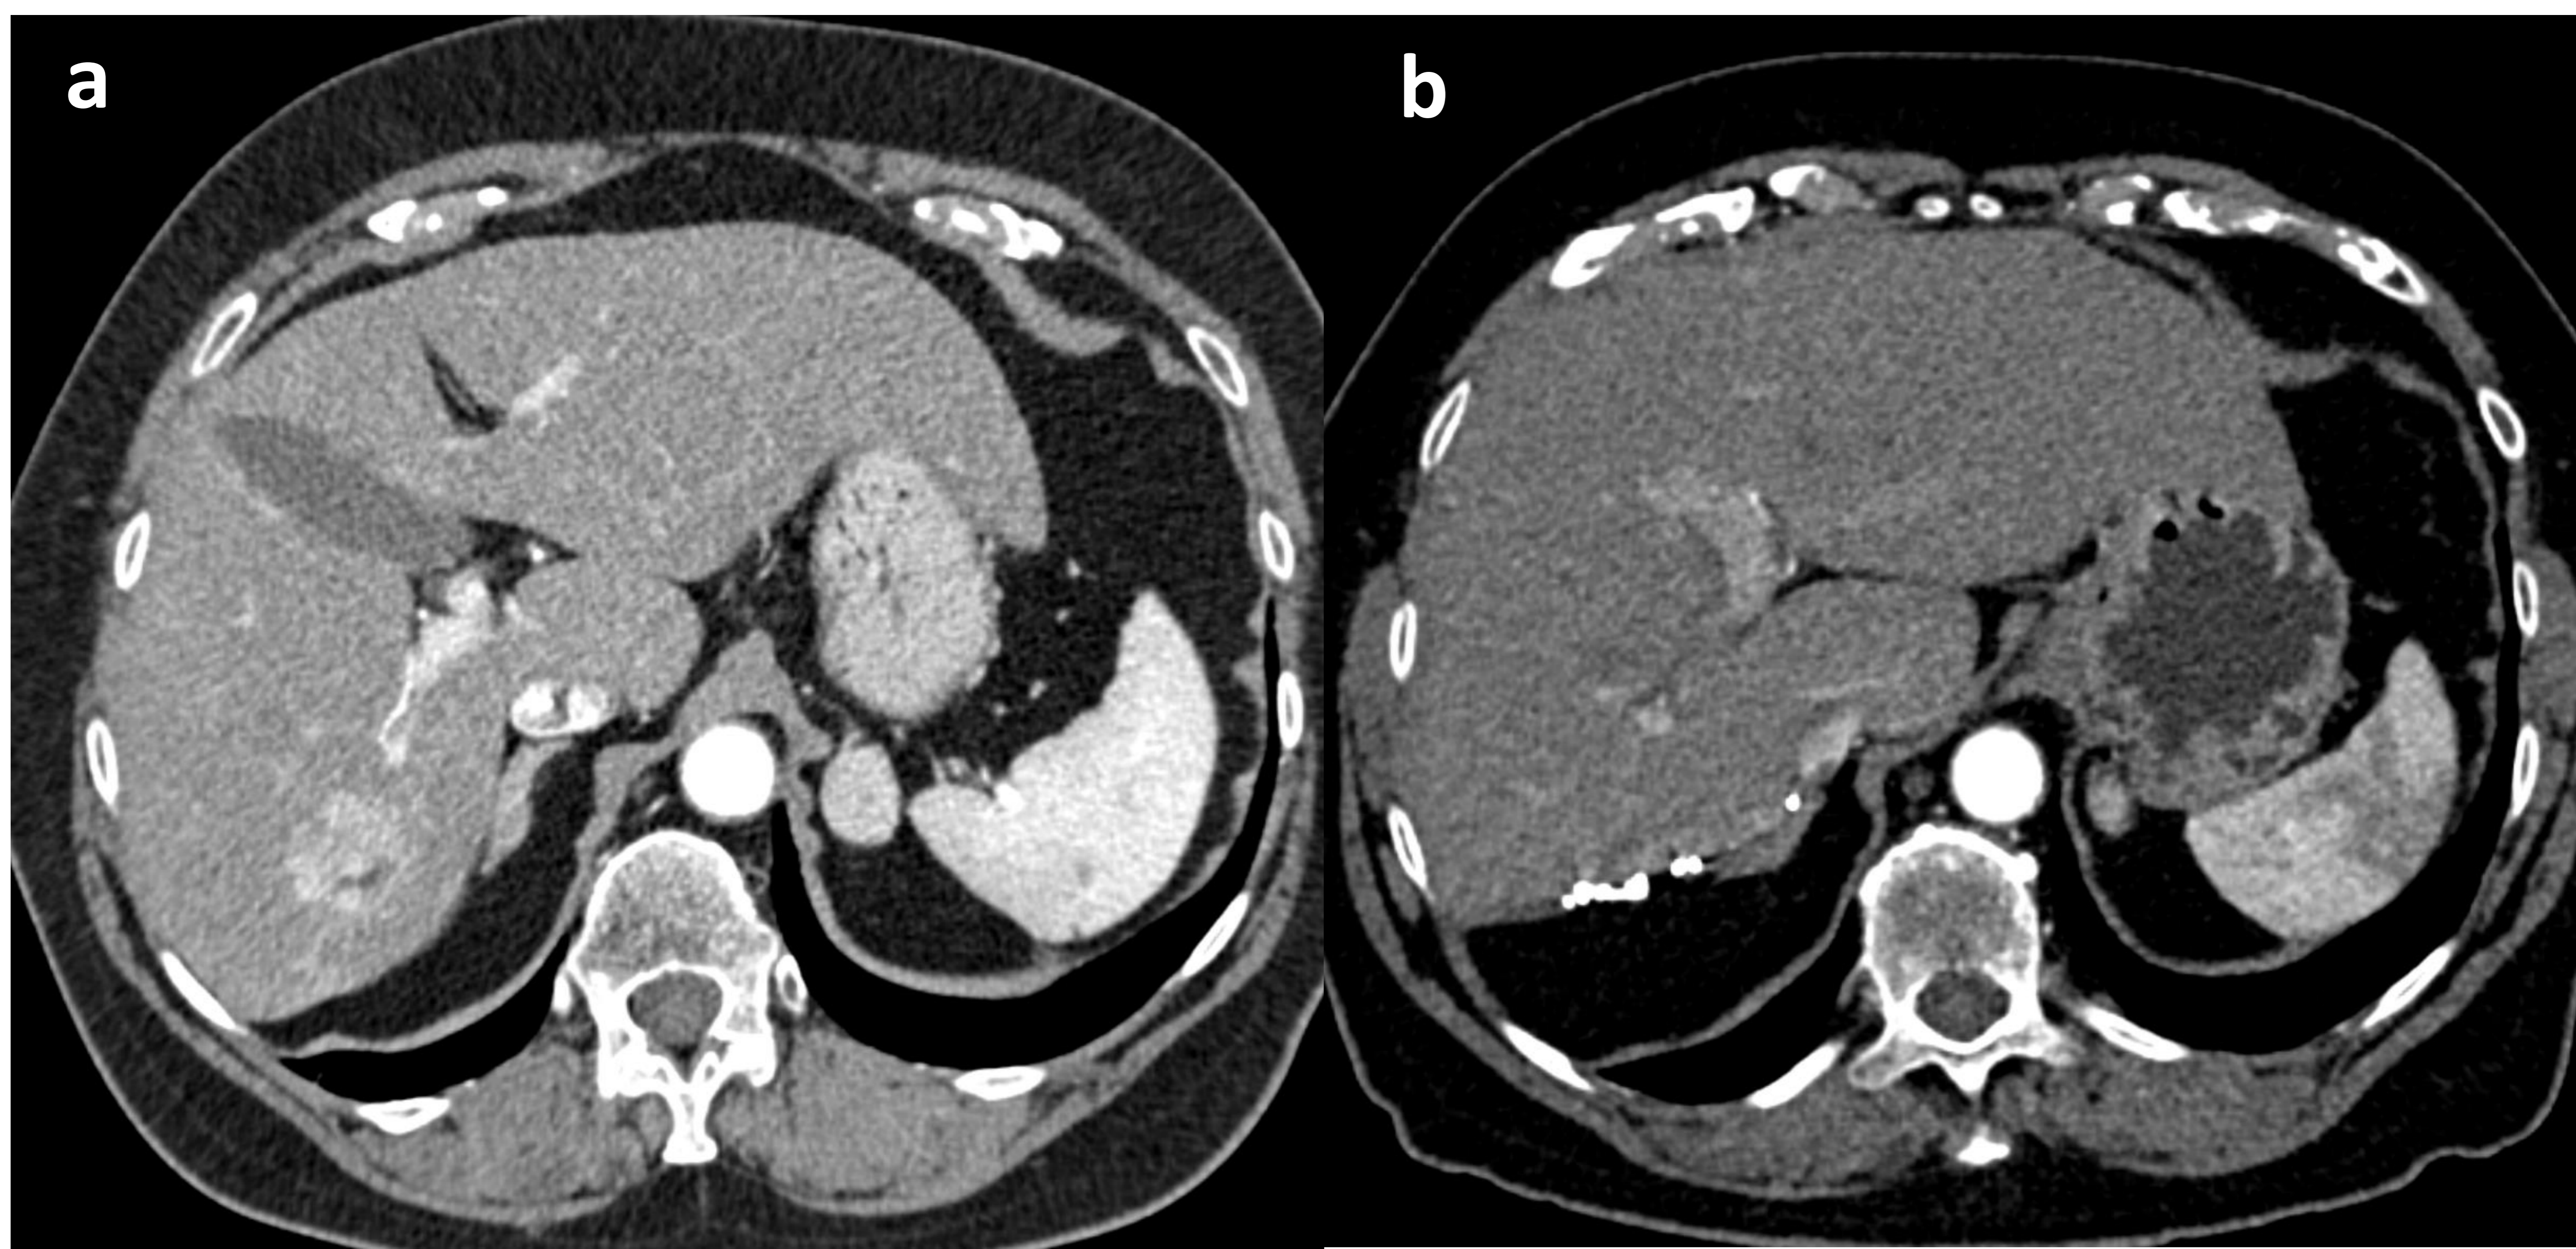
TC con contraste en fase arterial. Lesión hipervascular de 30 mm en segmento VII compatible con hepatocarcinoma (a). Cambios post segmentectomía VI-VII, sin complicaciones posquirúrgicas ni lesiones sospechosas de recidiva.
